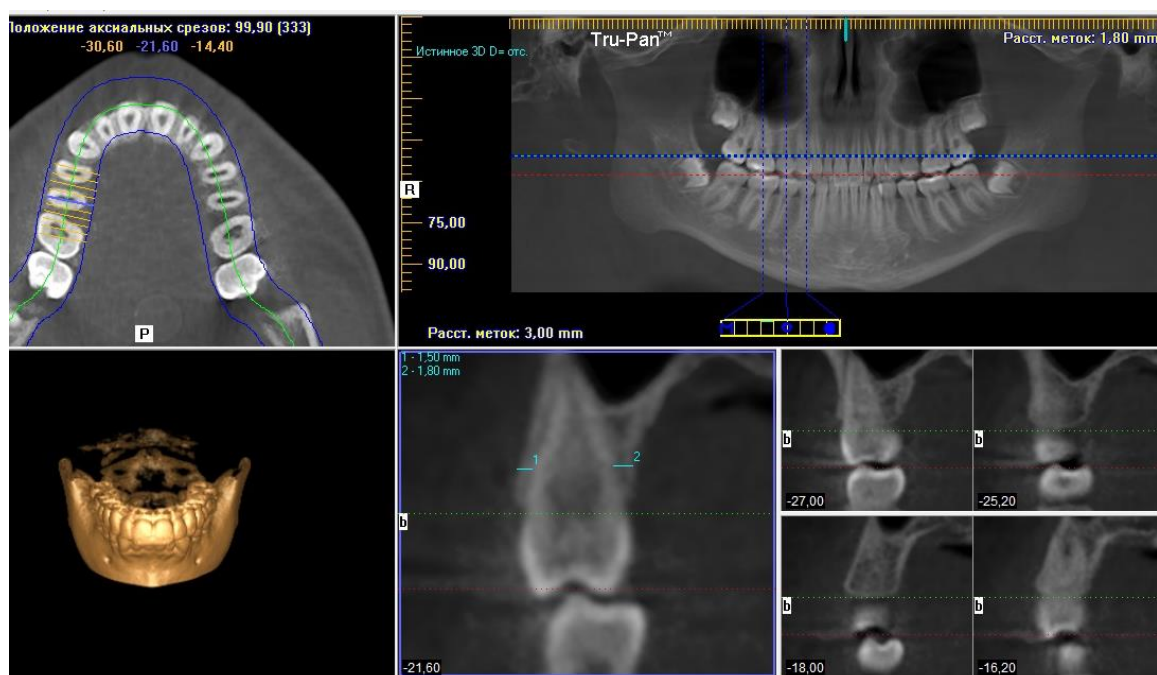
Рентгенологическое изображение конусно-лучевой компьютерной томографии зубочелюстной системы
